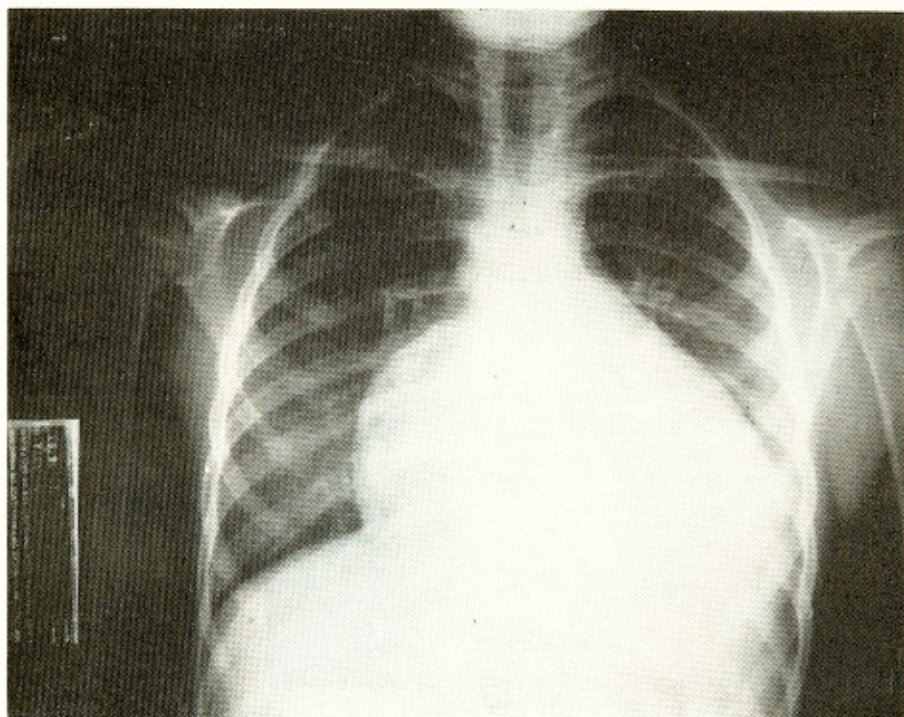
Paciente J. G. C. — Radiografia da área cardíaca na posição pósterio-anterior mostrando cardiomegalia global +++ , com índice cardio-torácico 0,73 e importante congestão pulmonar.
